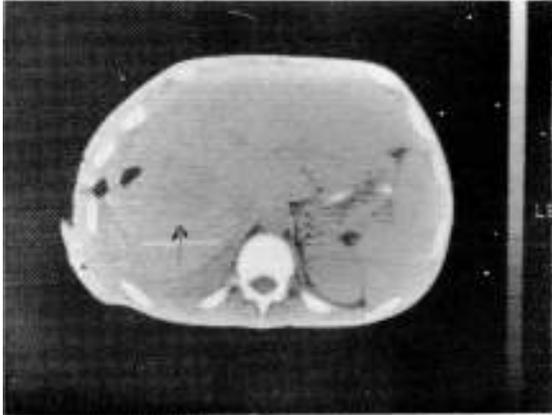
Tomografía computada. Absceso del lóbulo derecho del hígado.
